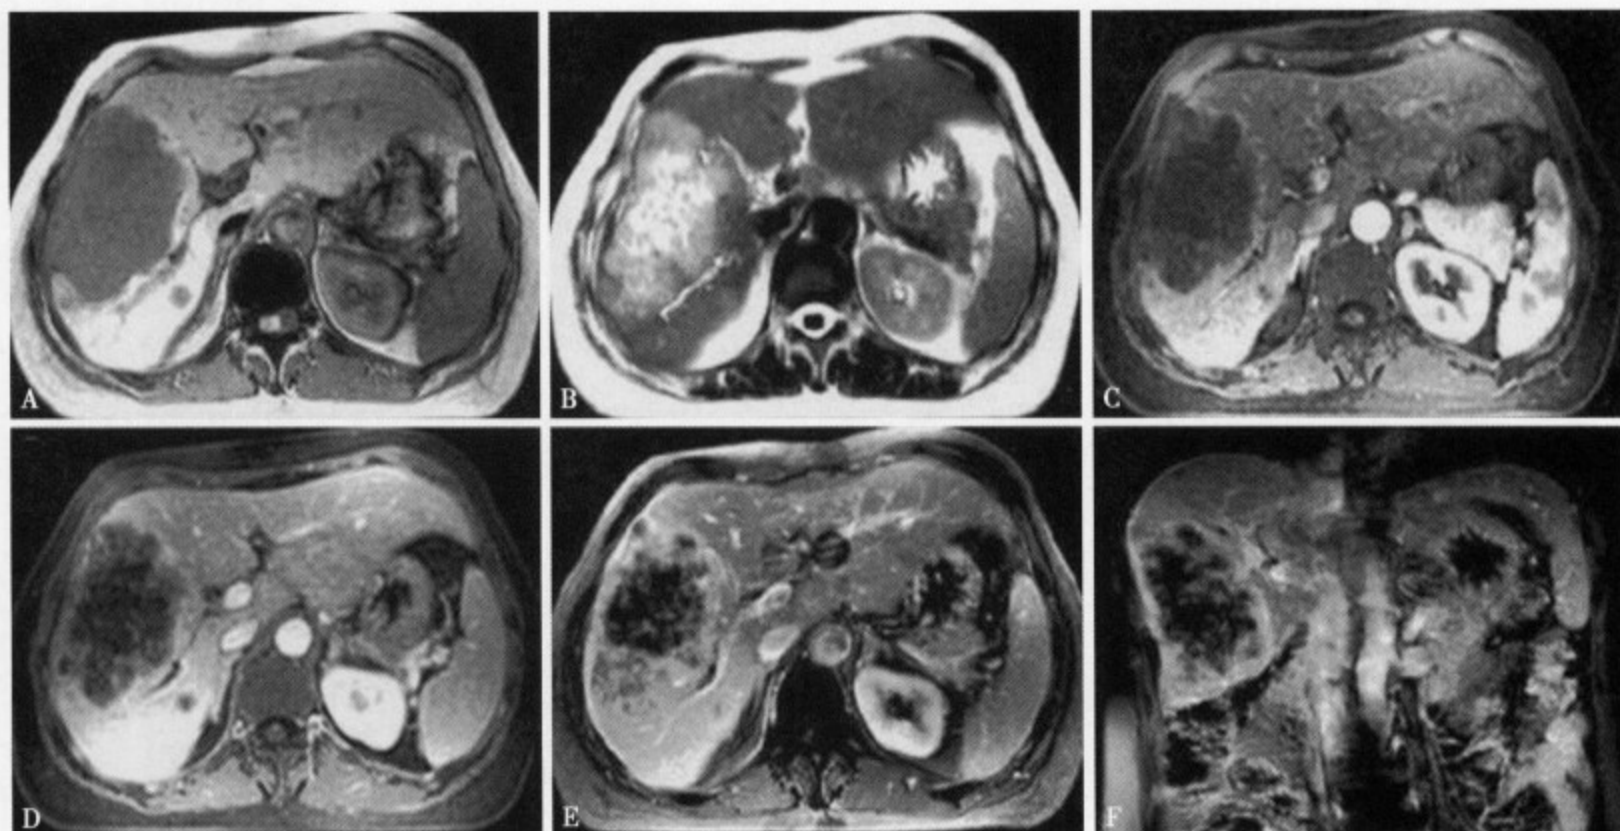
女, 44 岁, 直肠低分化腺癌术后 1 年余, 肝转移。MRI 平扫 T_1 WI (A) 病灶呈低信号, T_2 WI (B) 呈高信号, 增强扫描 (C~F) 病灶强化不明显。邻近有小病灶与上述信号类似
